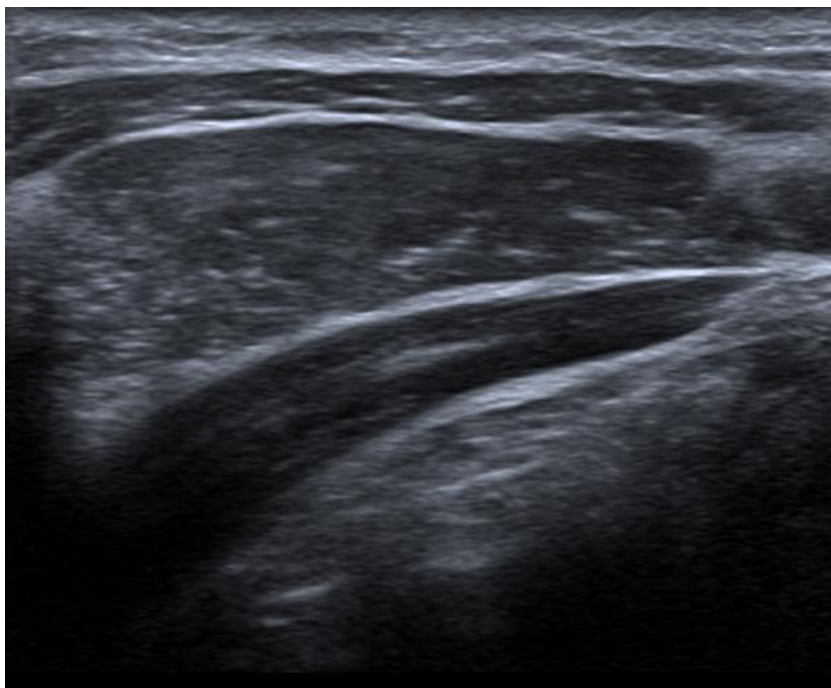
Ecografía de pared abdominal en tos.
